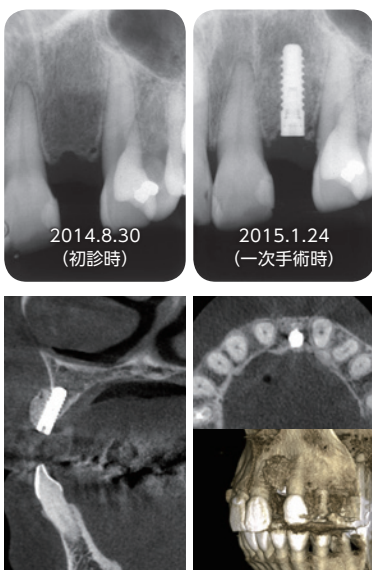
一次手術直後のデンタルX線写真とCT画像。フィクスチャーの埋入位置や深度、GBRの状態など、ほぼシミュレーション通りに手術を行えた。これらの画像を用いて、手術の結果を患者さんに説明した。
